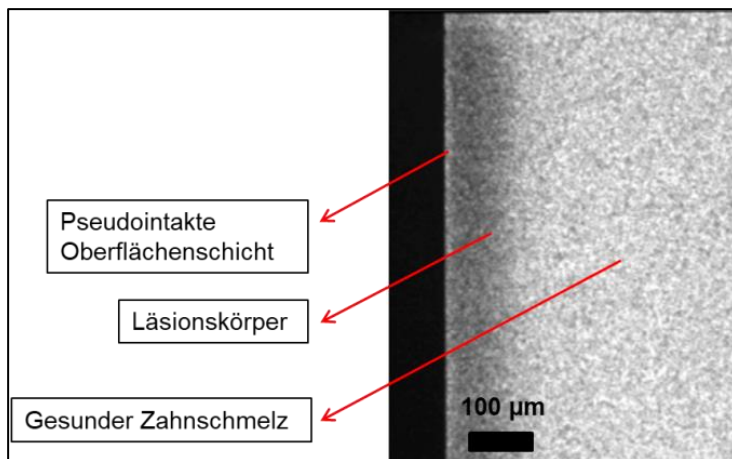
Bild einer mikroradiografischen Aufnahme einer künstlich hergestellten Schmelzkaries mit einer stärker mineralisierten pseudointakten Oberflächenschicht, einem stark demineralisierten Läsionskörper und gesundem Zahnschmelz.
